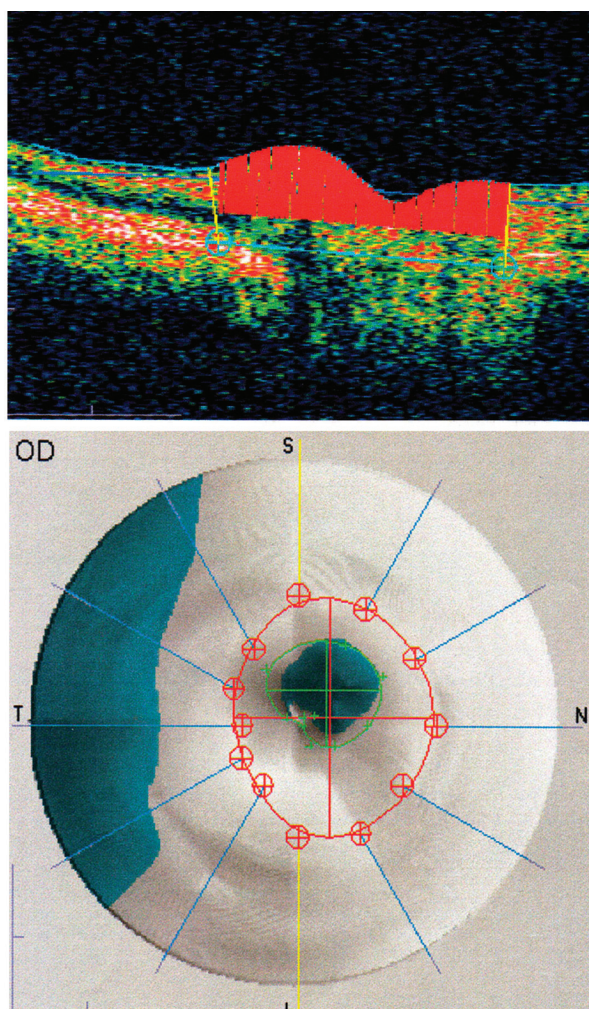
Оптическая когерентная томография диска зрительного нерва ребенка с ретинопатией недоношенных, рубцовый период II ст., глаукомой II ст.
